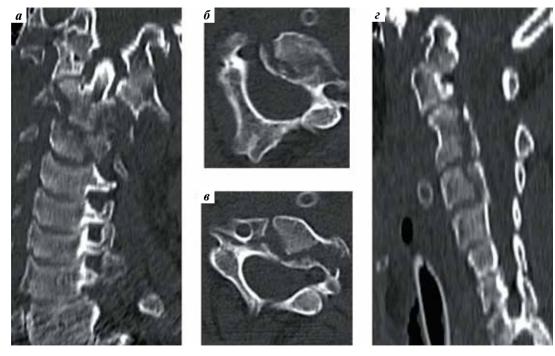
Предоперационные КТ-изображения шейного отдела позвоночника (2018 г.): а – коронарная реконструкция; б – оскольчатый перелом С2-позвонка; в – оскольчатый перелом С3-позвонка; г – сагиттальная реконструкция
